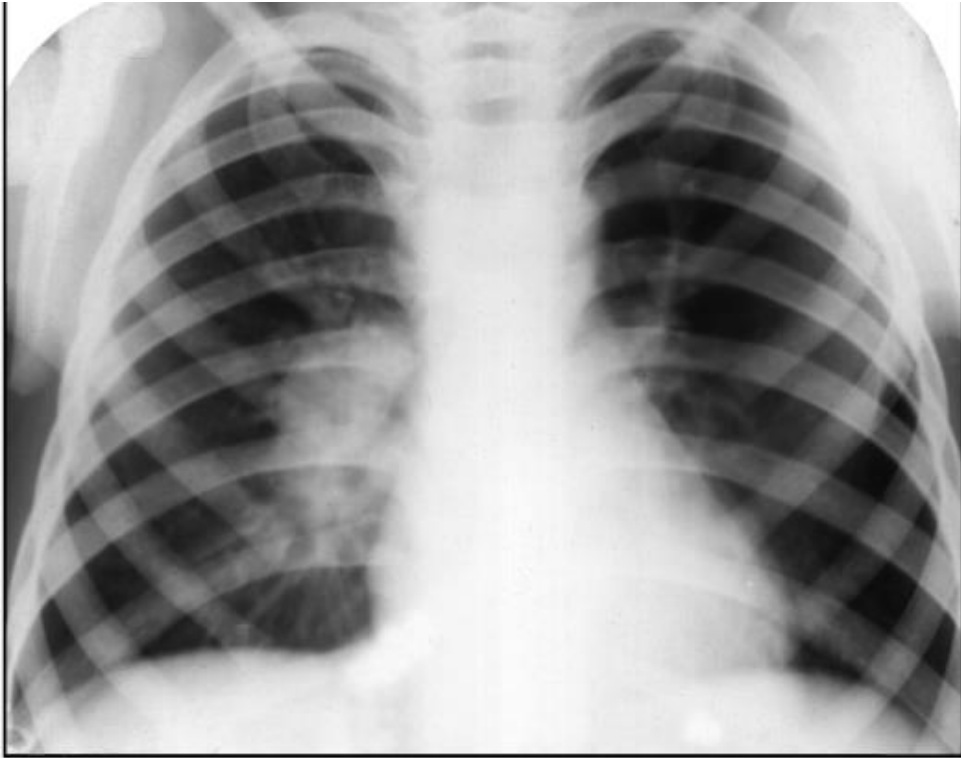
Рентгенограма у прямій проекції – туберкульоз внутрішньогрудних лімфатичних вузлів.
